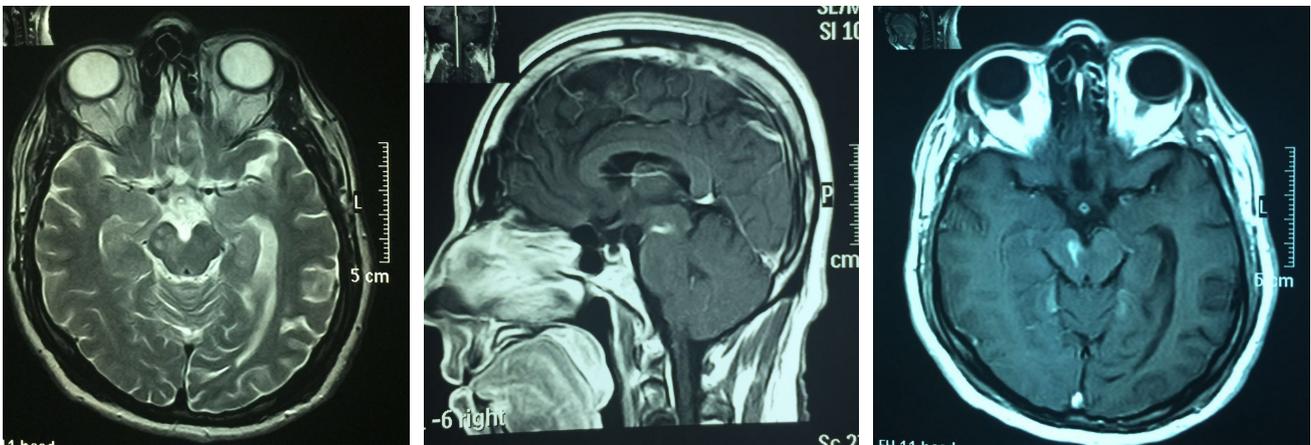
Imágenes de Resonancia Magnética de Cerebro con contraste paramagnético. Lesión hiperintensa de 2-3 mm en pie del pedúnculo derecho
